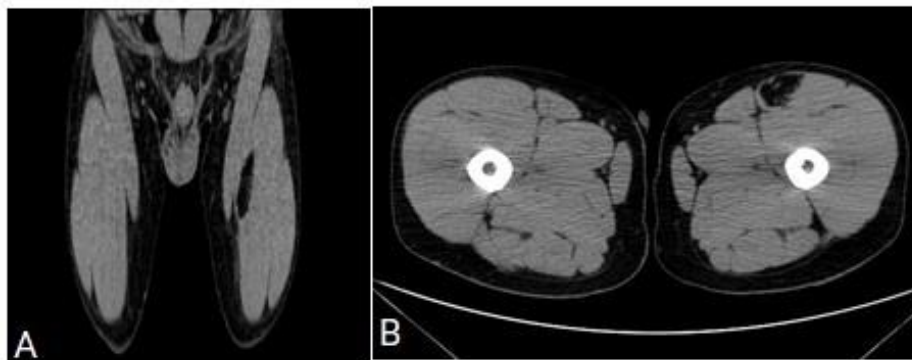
TC simple, en corte axial A) y reconstrucción coronal B), que comprueba la presencia de una masa hipodensa (-90 UH), homogénea, bien definida, localizada en el espesor del vasto medial del muslo izquierdo (Lp). Sugestiva de lipoma, lo cual se confirmó posteriormente con la biopsia. (Imagen correspondiente a uno de los integrantes de la muestra obtenida por el grupo de autores).
